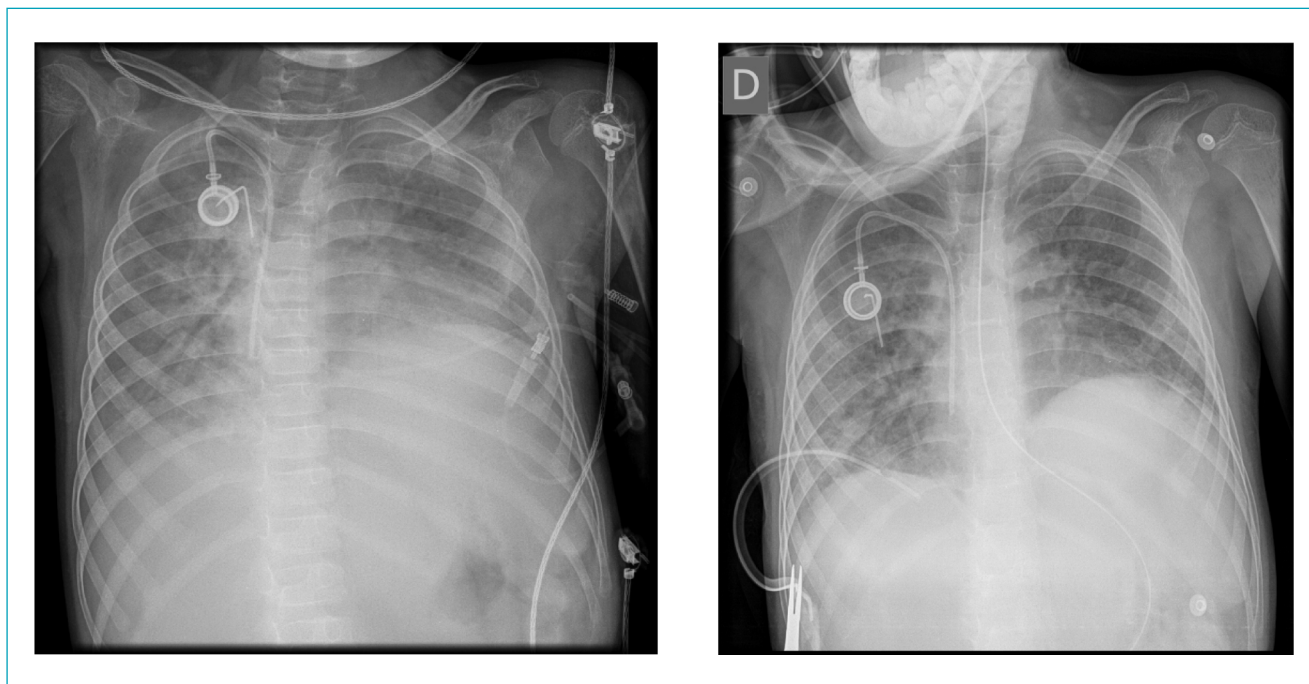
Radiografia de tórax realizada no primeiro dia e 24 horas após a suspensão da terapia com alfadornase no paciente A.
